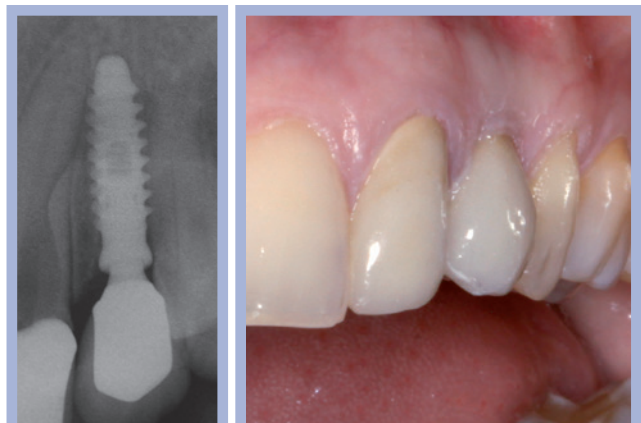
Manufatti di sinistra e radiografia di controllo
